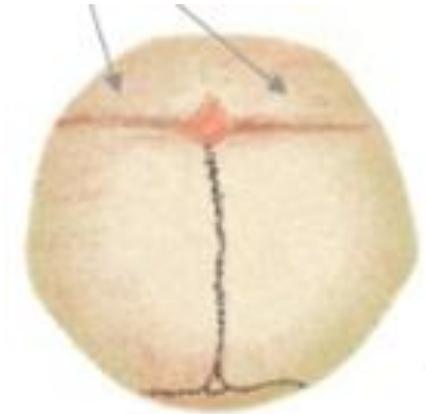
Trigonocefalia con la característica frente en quilla, retrusión de ambos hemifrontales y arcada supraorbitaria, indentación pterional e hipotelorismo. El TC craneal muestra cierre de la sutura metópica y el estrechamiento de la fosa craneal anterior.
